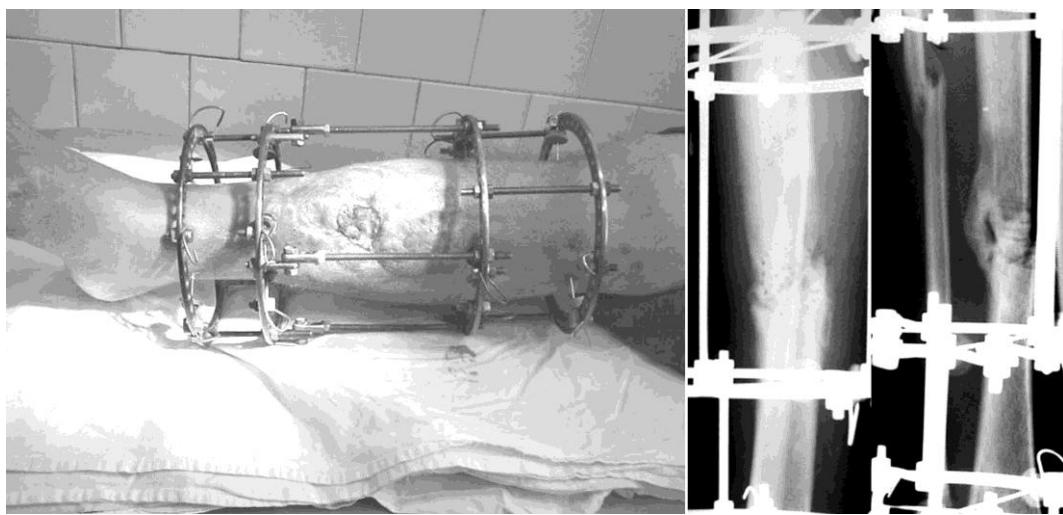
Рентгенограмма и фотография голени больного М. через 2,5 месяца после травмы
